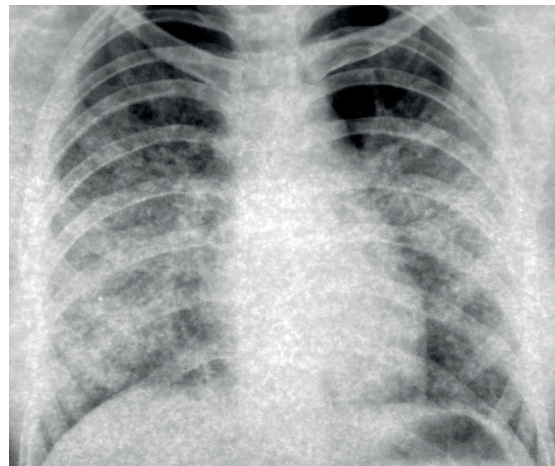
Рентгенографія органів грудної клітки в динаміці через 1 тиждень після лікування
